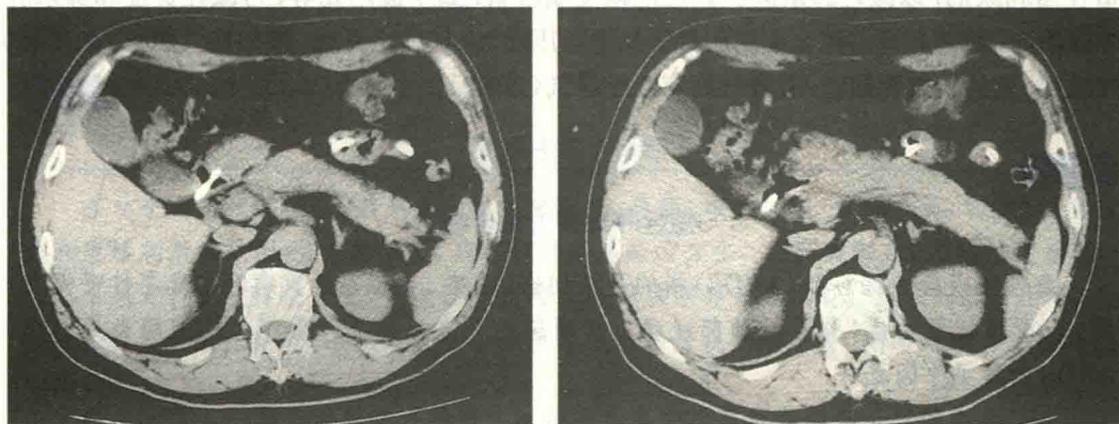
治疗后上腹部CT影像显示胰腺大致正常
